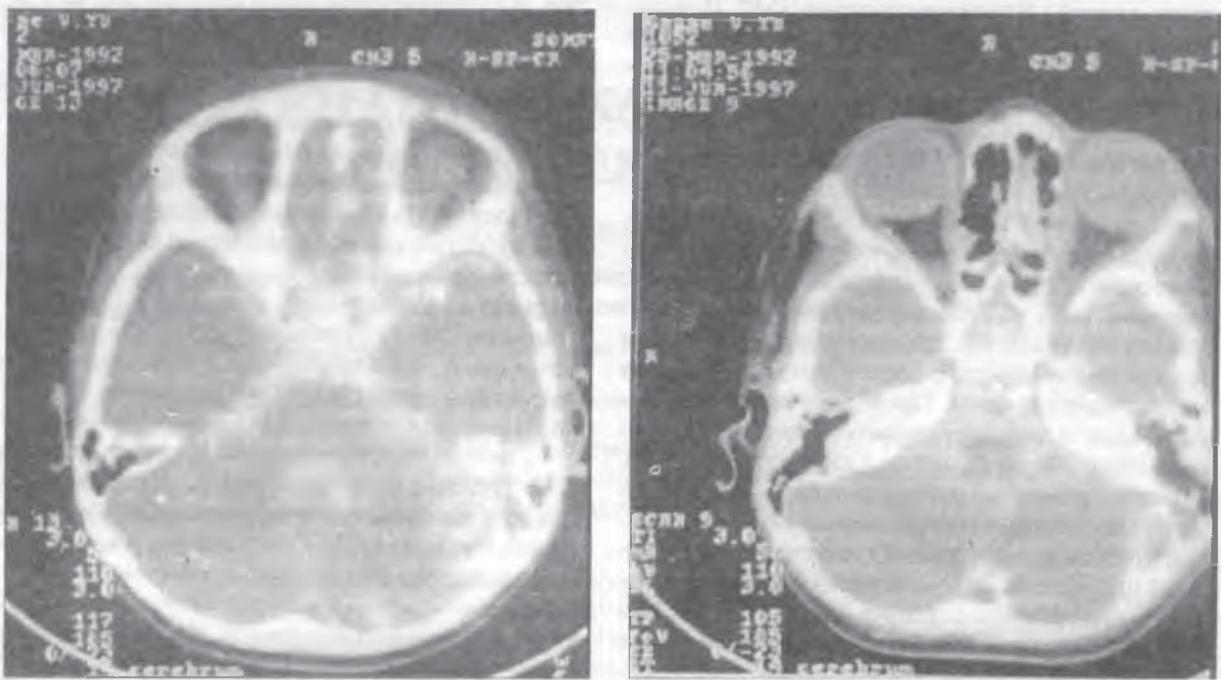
Компьютерно-томографическая цистернография больного Г., 5 лет, до операции.
